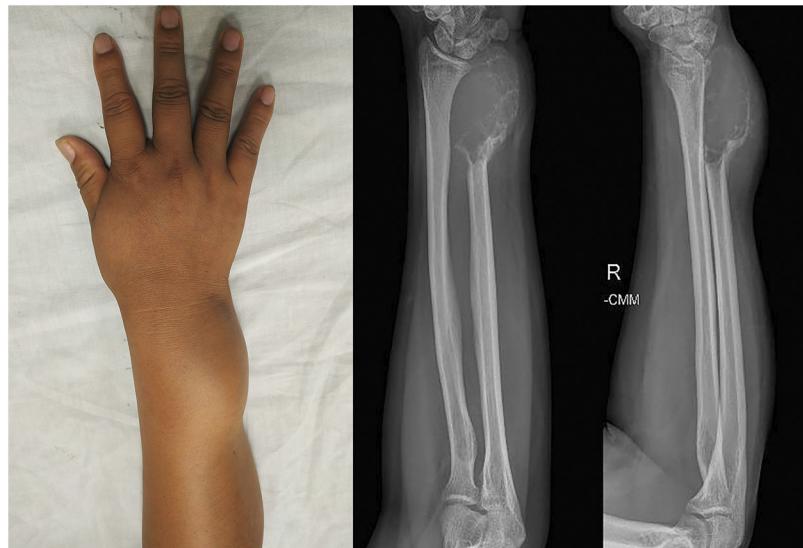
Hallazgo clínico preoperatorio (A). Radiografía anteroposterior (B) y lateral (C) del antebrazo que muestran una lesión osteolítica lobulada y expansiva en el extremo distal del cúbito derecho.
